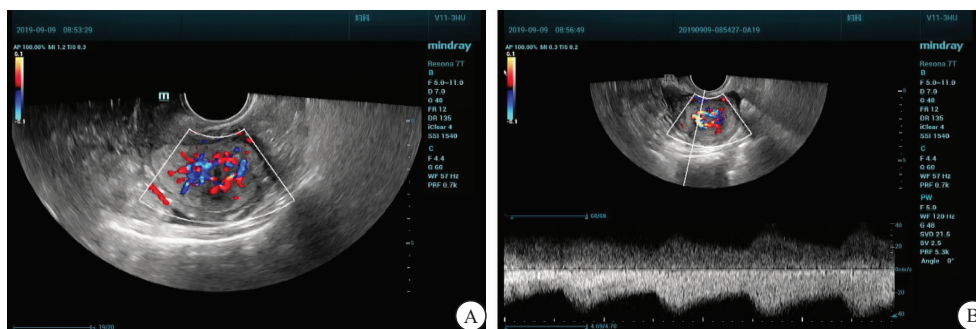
二维彩色多普勒超声检测下病灶血流情况及血流频谱
